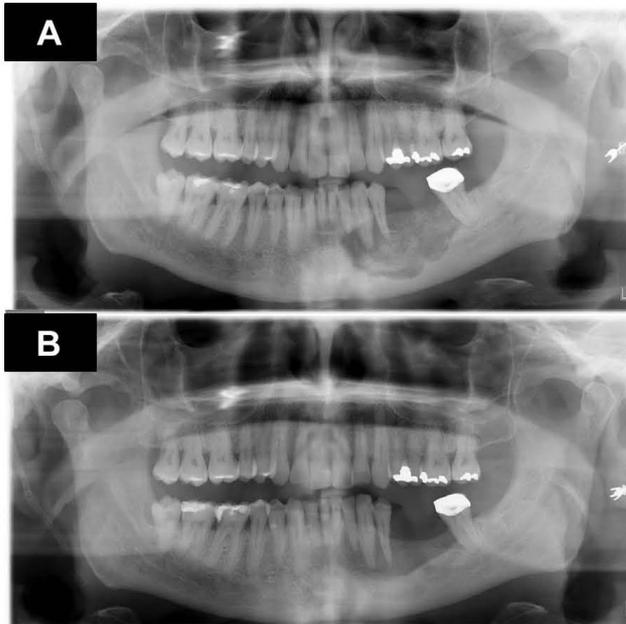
A, Pre-therapy panoramic radiograph showing a radiolucent defect. B, Panoramic radiograph of a bone fill after 34 months of therapy (case 1).
